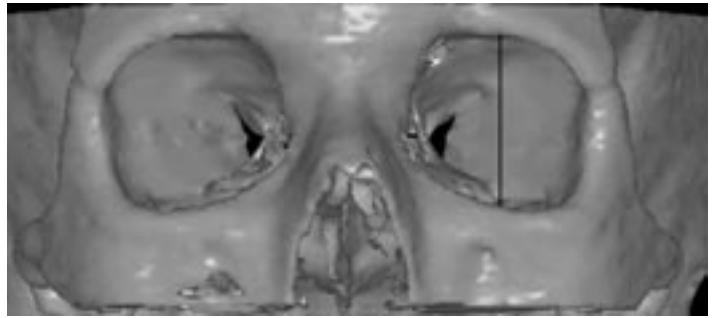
Трехмерная реконструкция КТ-изображения костных орбит. Отмечен вертикальный вход в левую орбиту.
